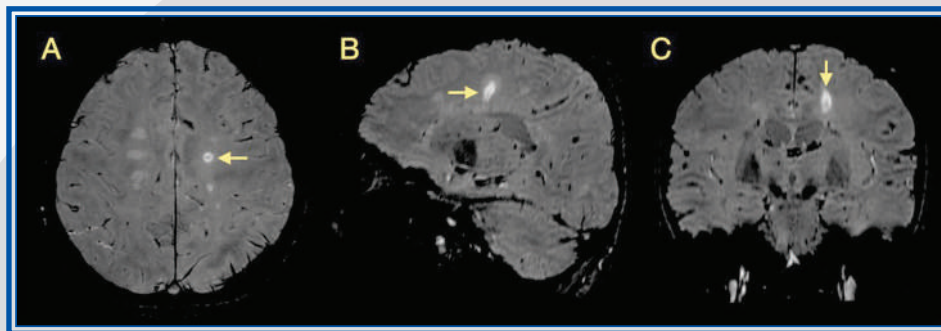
Capítulo 3. Lesión desmielinizante por EM positiva al signo de la vena central en imágenes de susceptibilidad magnética de IRM de 3.0 T, evaluado en el plano axial (A), sagital (B) y coronal (C).
